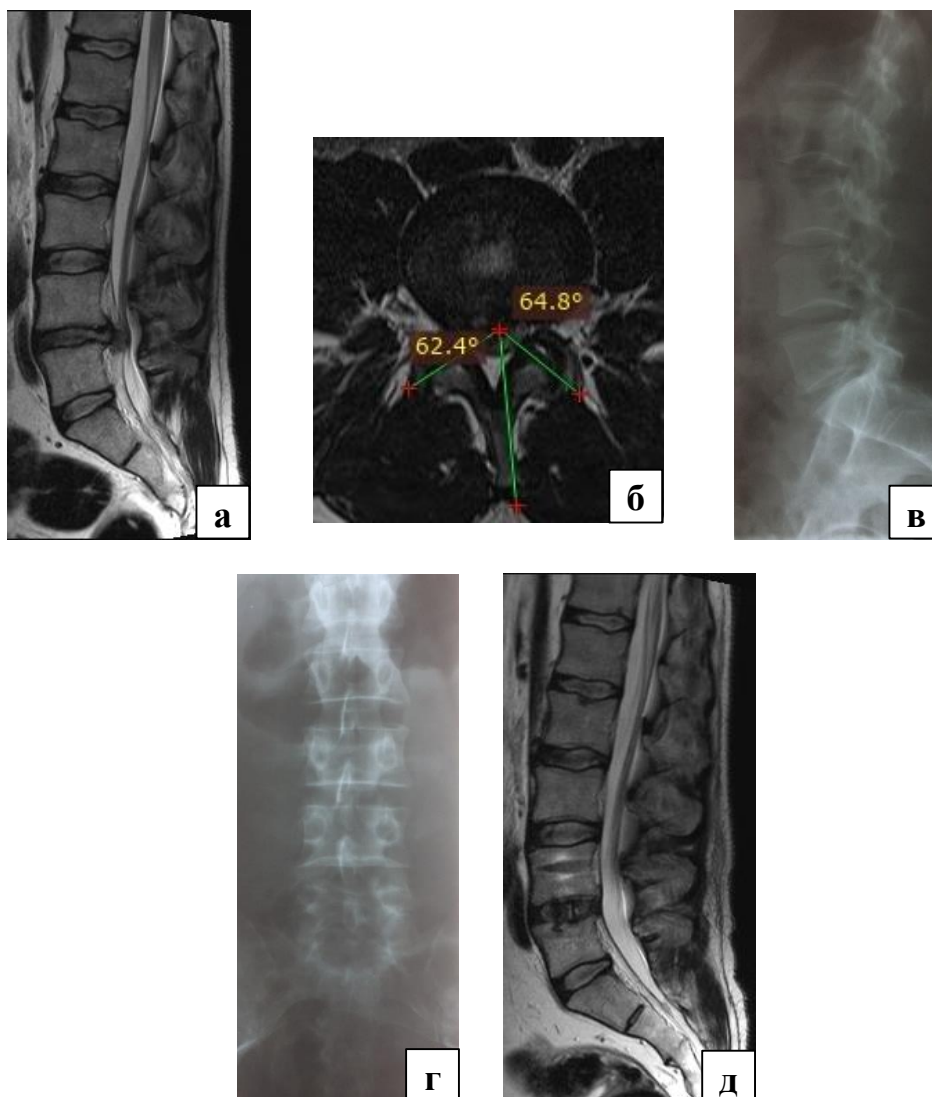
Пациент X., 43 лет; дегенеративное заболевание поясничного отдела позвоночника на уровне  $L_{IV}$ – $L_V$ : а – сагиттальная МРТ-грамма нижнепоясничного отдела позвоночника: грыжа МПД  $L_{IV}$ – $L_V$ ; б – аксиальная МРТ-грамма поясничного отдела позвоночника: фасеточный угол более  $60^\circ$ , тропизм отсутствует; в – поясничная спондилограмма в сагиттальной проекции до операции (PI  $50^\circ$ , PT  $11^\circ$ , SS  $39^\circ$ ,  $L_I$ – $S_I$  LL  $56^\circ$ ); г – поясничная спондилограмма во фронтальной проекции до операции; д – сагиттальная МРТ-грамма поясничного отдела позвоночника: состояние после дискэктомии МПД  $L_{IV}$ – $L_V$ , межтелового трансфораминального спондилодеза, транспедикулярной стабилизации справа, трансфасеточной фиксации слева
